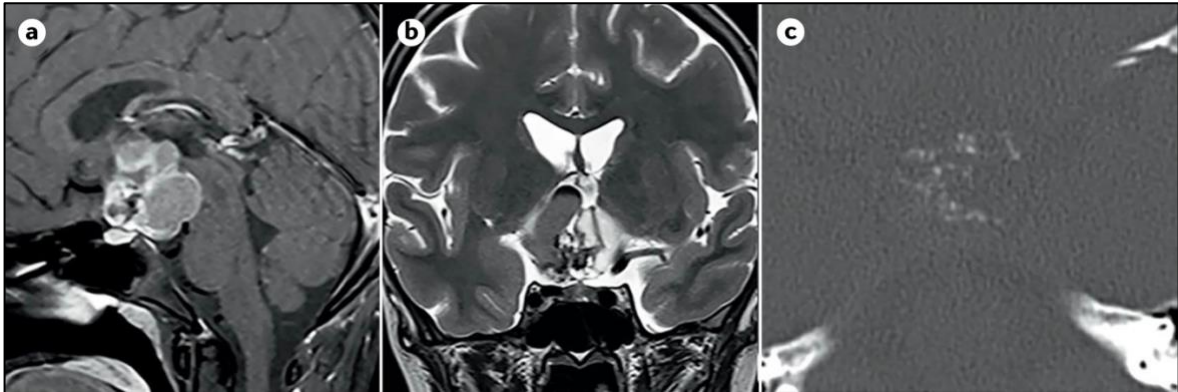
MRT-Bildaufnahmen eines Kraniopharyngeoms in (a) sagittaler Schnittebene und T1-Gewichtung (b) koronarer Schnittebene und T2-Gewichtung; (c) Axiale CT-Aufnahme zeigt Kalzifikationen als Hinweis auf ein Kraniopharyngeom. (Müller et al., 2019, S. 7) (2)
